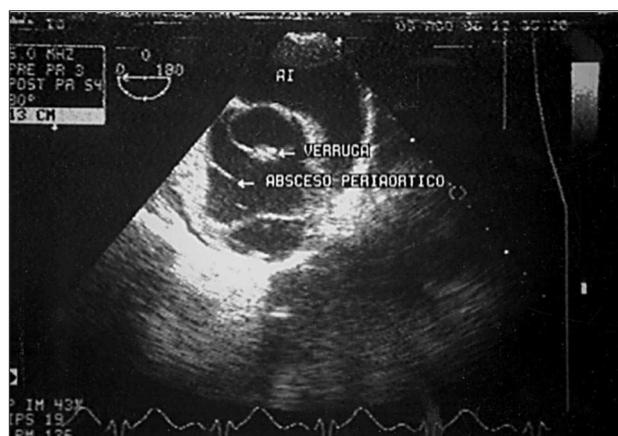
Ecocardiograma transesofágico: corte transversal en la raíz aórtica, verruga valvular y absceso periaórtico.
